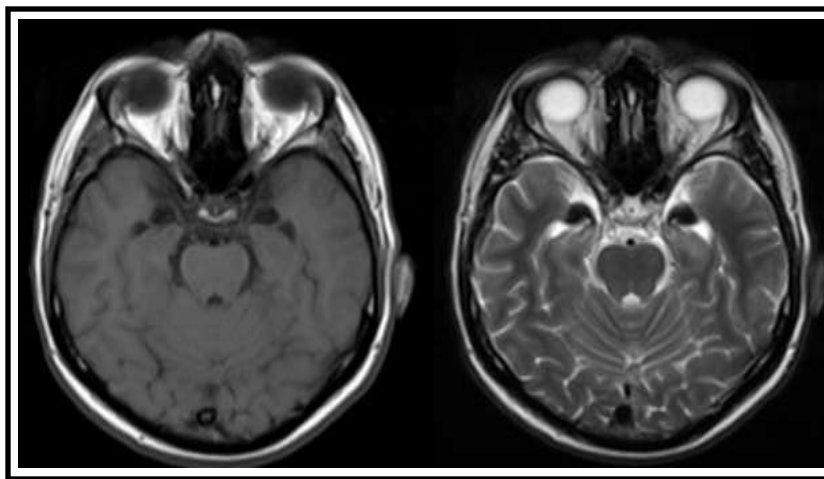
RM cerebral. Imágenes axiales ponderadas en T1 y T2. Importante hipointensidad a nivel de los núcleos amigdalinos y cortical periamigdalina de forma bilateral y simétrica.
